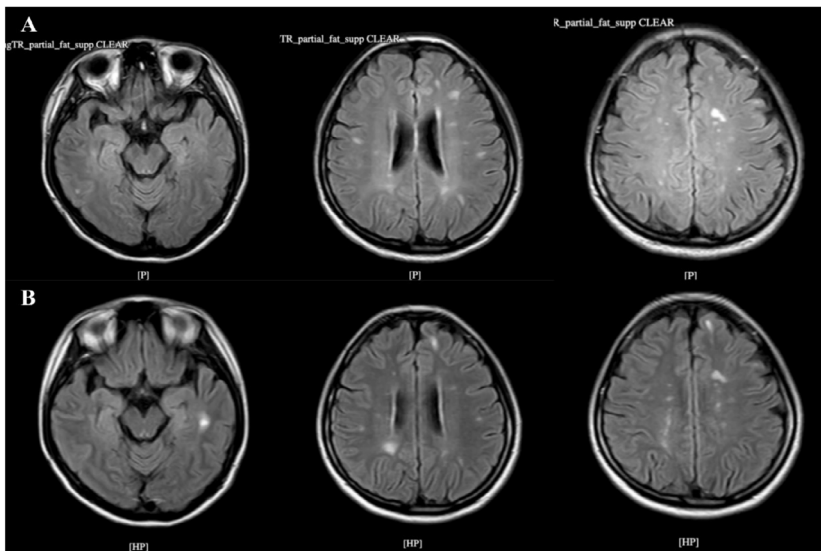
Axial brain MRI (FLAIR sequence) comparison 2 years (row A) and 3 years (row B) after initial presentation, revealing new lesions in the left juxtacortical region of the frontal lobe, left temporal lobe, right central semiovale, and right parietal lobe.
